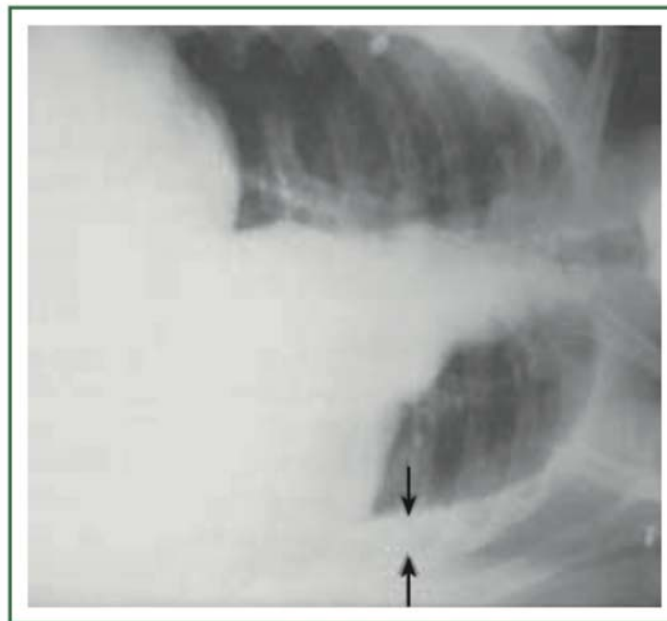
Radiografía de tórax en decúbito lateral izquierda, donde se demuestra la medición del desplazamiento del derrame pleural (flechas negras).
